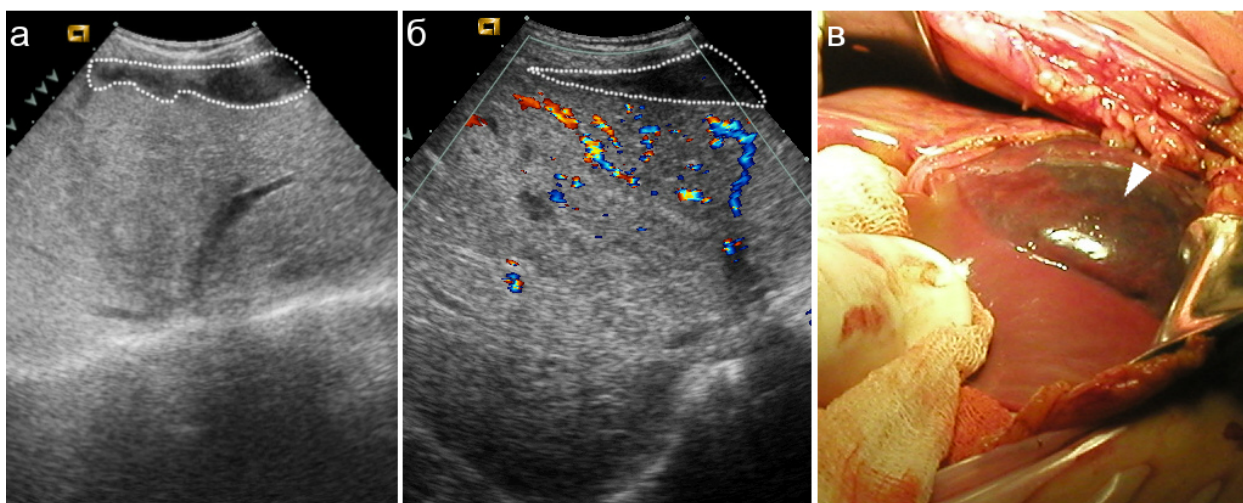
Подкапсульная гематома при разрыве печени при УЗИ (а, б, пунктир) и интраоперационно (в).
